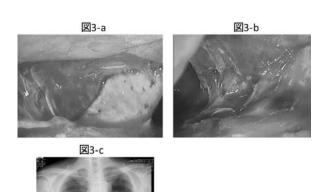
症例2の術中所見および術後胸部X線像 a 胸腔鏡手術所見1:肺実質と胸壁の境界を同定し, 鈍的 に癒着の剥離が行われた.
